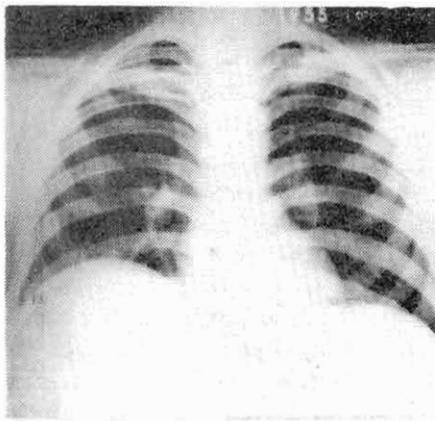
Radiografía del tórax de nuestro caso N° 10, en la que se observa la elevación del hemidiafragma derecho.
